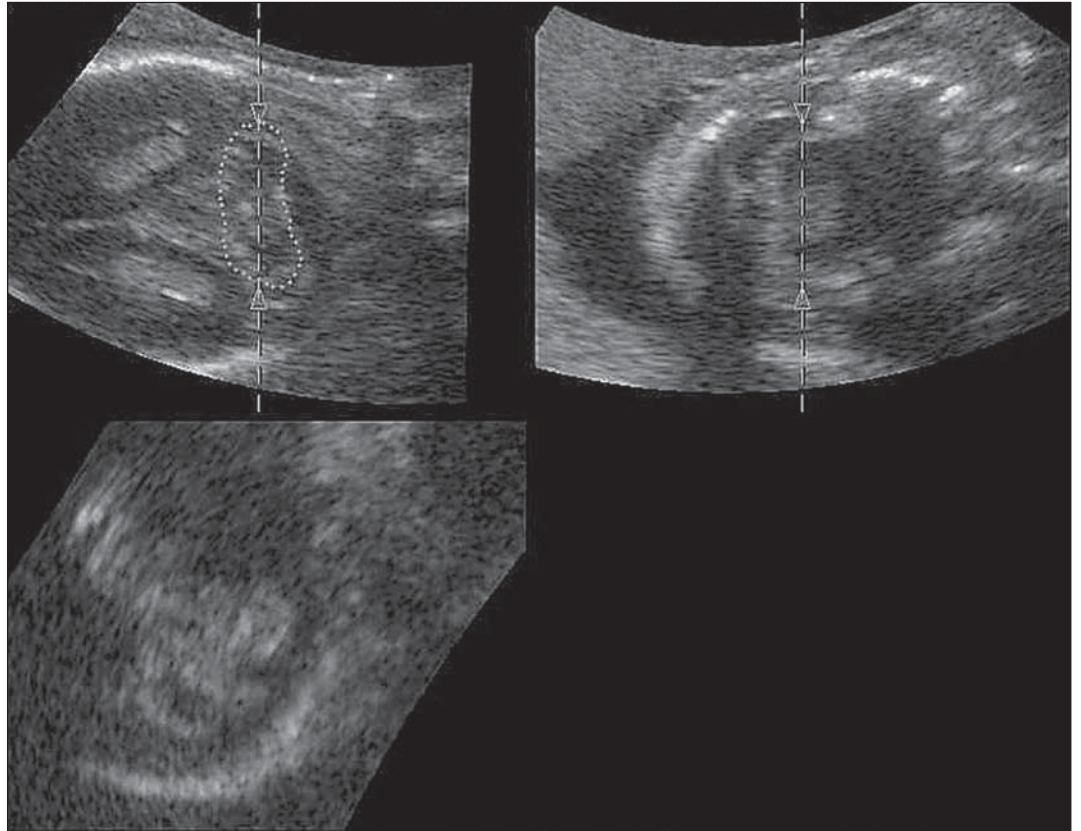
Sonograma do crânio fetal evidencia, por meio do modo VOCAL™, a delimitação manual da superfície externa do cerebelo ao nível do plano axial (plano superior direito).
